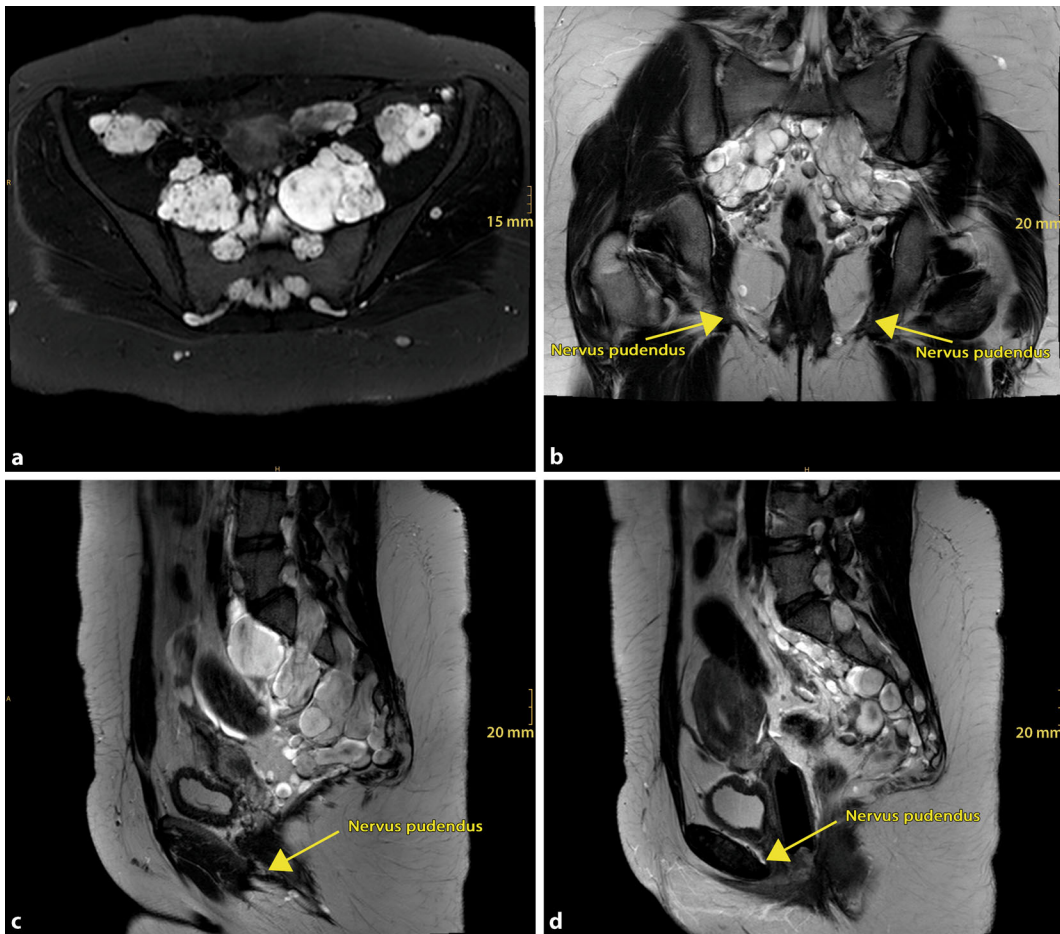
◀ Magnetresonanzzarstellung multipler Neurofibrome im Bereich des lumbosakralen Plexus. Einzelne Neurofibrome finden sich im Alcock-Kanal entlang des N. pudendus (Pfeile in b–d) beidseits. Sequenzen: „short tau inversion recovery“ (STIR) axial (a), T2 koronar (b), T2 sagittal (c), T2 Turbospinecho (TSE) sagittal (d)
